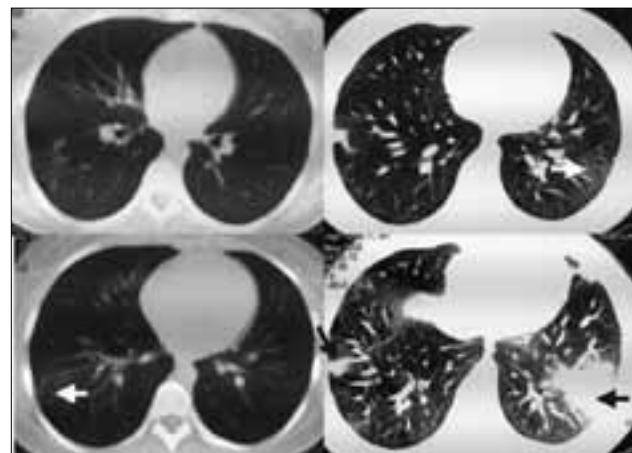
КТ органов грудной клетки после окончания курса противотуберкулезной терапии (2005 г.). Отрицательная динамика в виде нарастания выраженности интерстициальных изменений. В обоих легких определяются зоны консолидации легочной ткани (черные стрелки), окруженные зоной матового стекла (белые стрелки), больше выраженные слева
